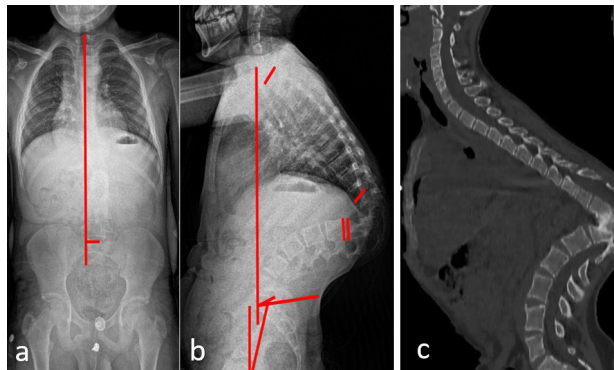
Preoperative radiologic evaluations. Anterior posterior (a), lateral (b) plain radiographs and CT scan image of the whole spine, sagittal section (c)
